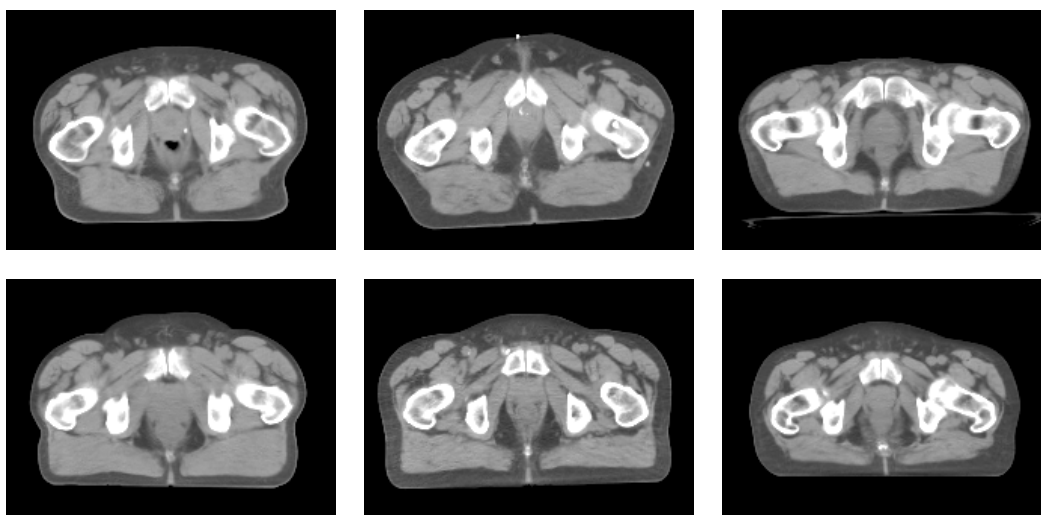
Coupes axiales de l'image TDM de six patients.
